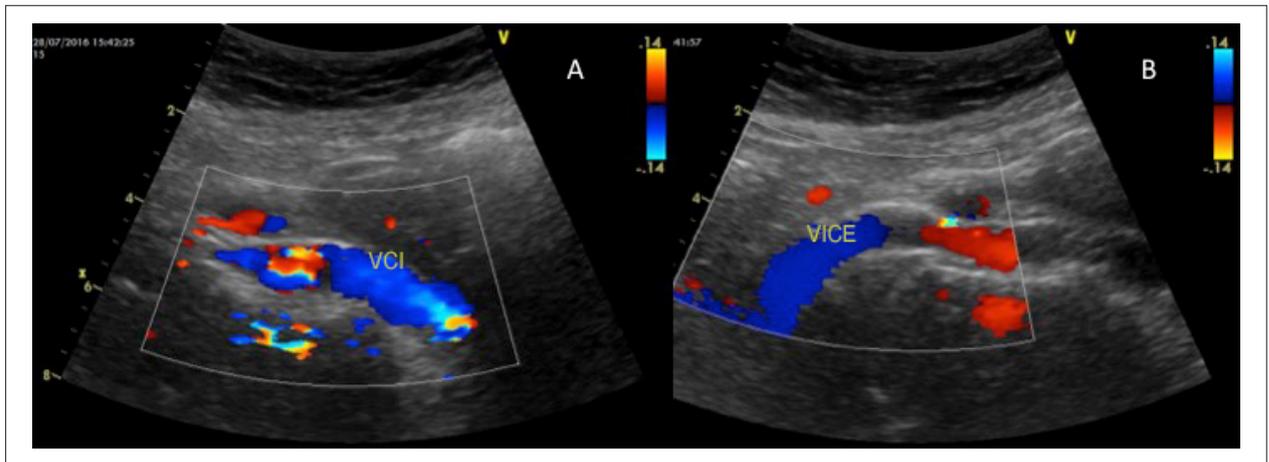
Ultrassonografia com Doppler colorido mostrando patência do stent da veia íliaca esquerda.
